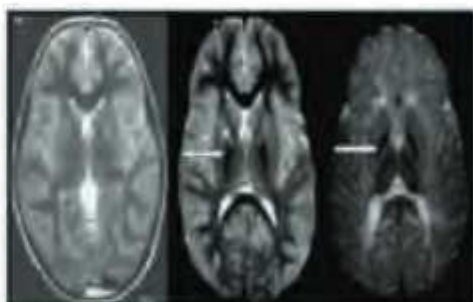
Imagen tomada de Haydik S1, Westaway SK, Levinson R, Zhou B, A. JM, Ching KHL and Gitschier J. Genetic, clinical and radiographic delineation of Hallervorden-Spatz syndrome. N Engl J Med 2003; 348: 33-40.
